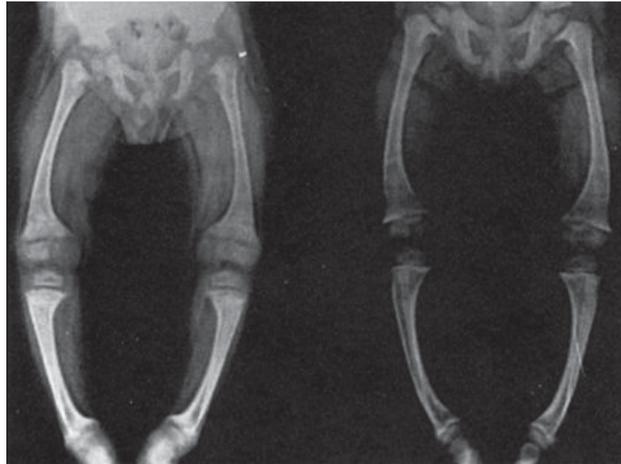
En las radiografías se observa la deformación de las extremidades inferiores.
